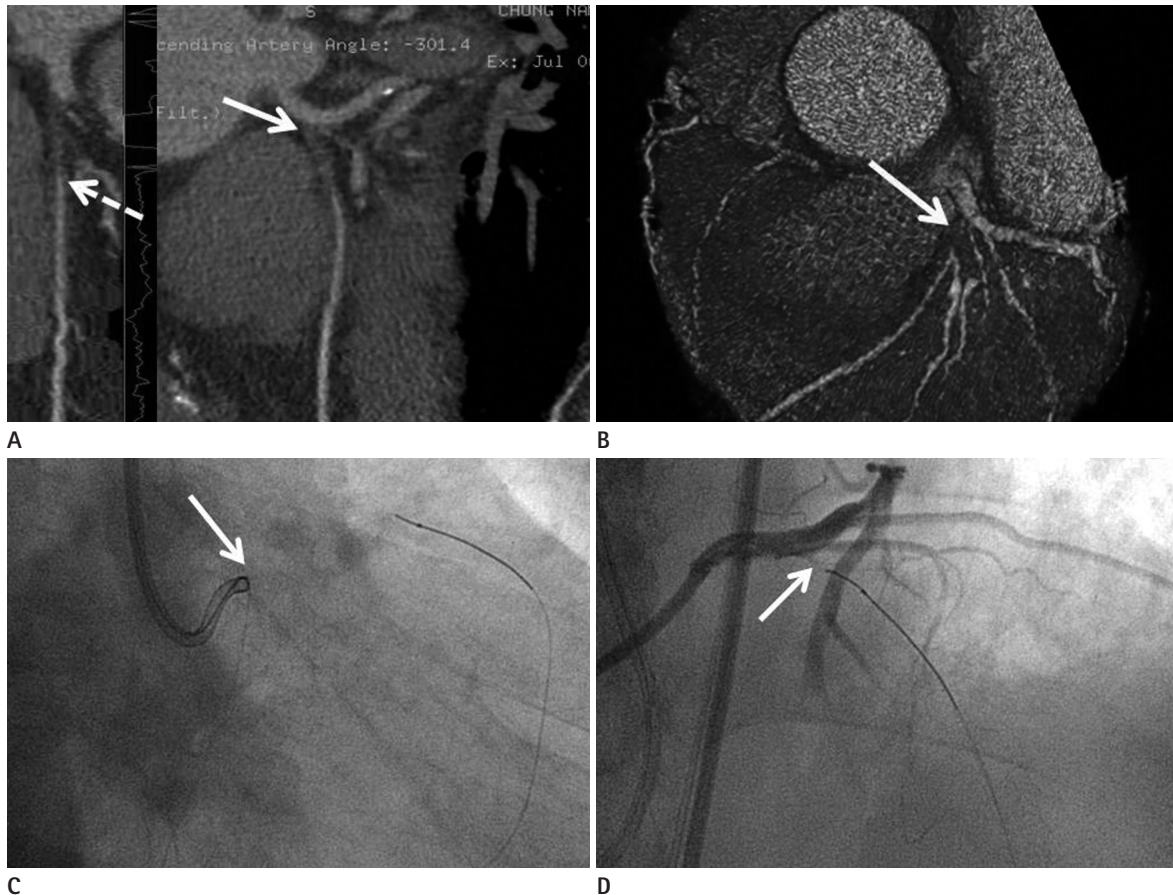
A 43-year-old male with chronic total occlusion in left circumflex coronary artery (LCX) and recanalization by intravascular ultrasonogram (IVUS) guided wiring technique.
